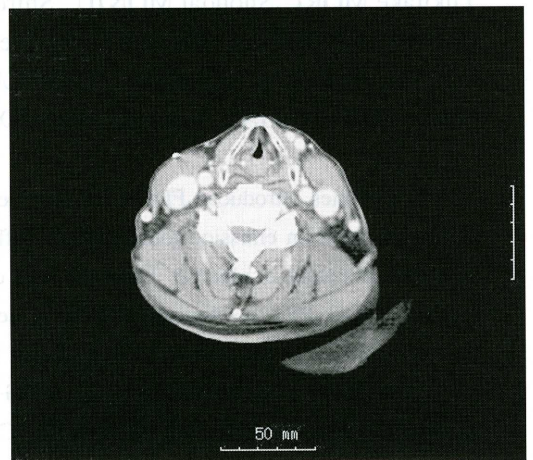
頸部 CT 所見。頸部 CT では頸部リンパ節も含めて異常は見られなかった。
